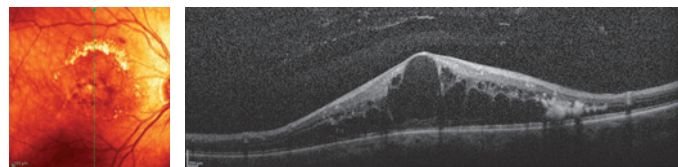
Télangiectasies maculaires de type 1, avec œdème maculaire cystoïde. Fond d'œil et tomographie par cohérence optique.
